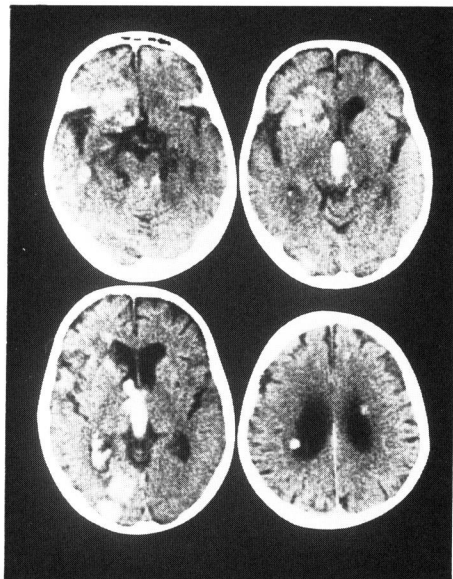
Plain CT on admission. Hemorrhage in left thalamus and ventricles is noted and multiple high density lesions in left frontal, left temporal, left occipital and paraventricular area are demonstrated.
